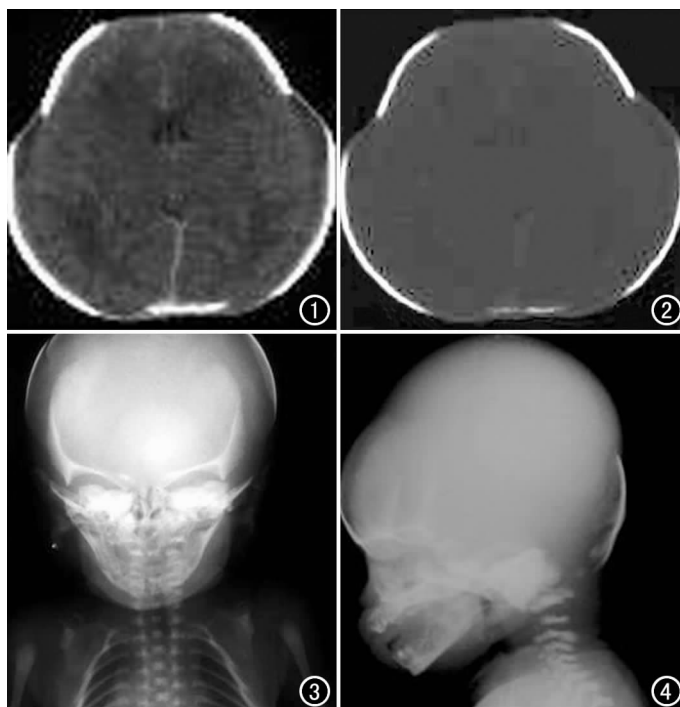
CT 示囟门、颅缝增宽, 脑组织未见异常。图 2 CT 骨窗示颅骨薄, 颅缝增宽, 枕骨呈点、短条状改变。图 3 双侧锁骨发育不佳, 骨干及锁骨胸骨端缺如, 肩峰端见少许发育的骨质。图 4 颅骨变薄, 颅缝增宽, 顶骨发育不佳, 呈点状、短条状改变, 颜面骨与颅骨发育不成比例。
